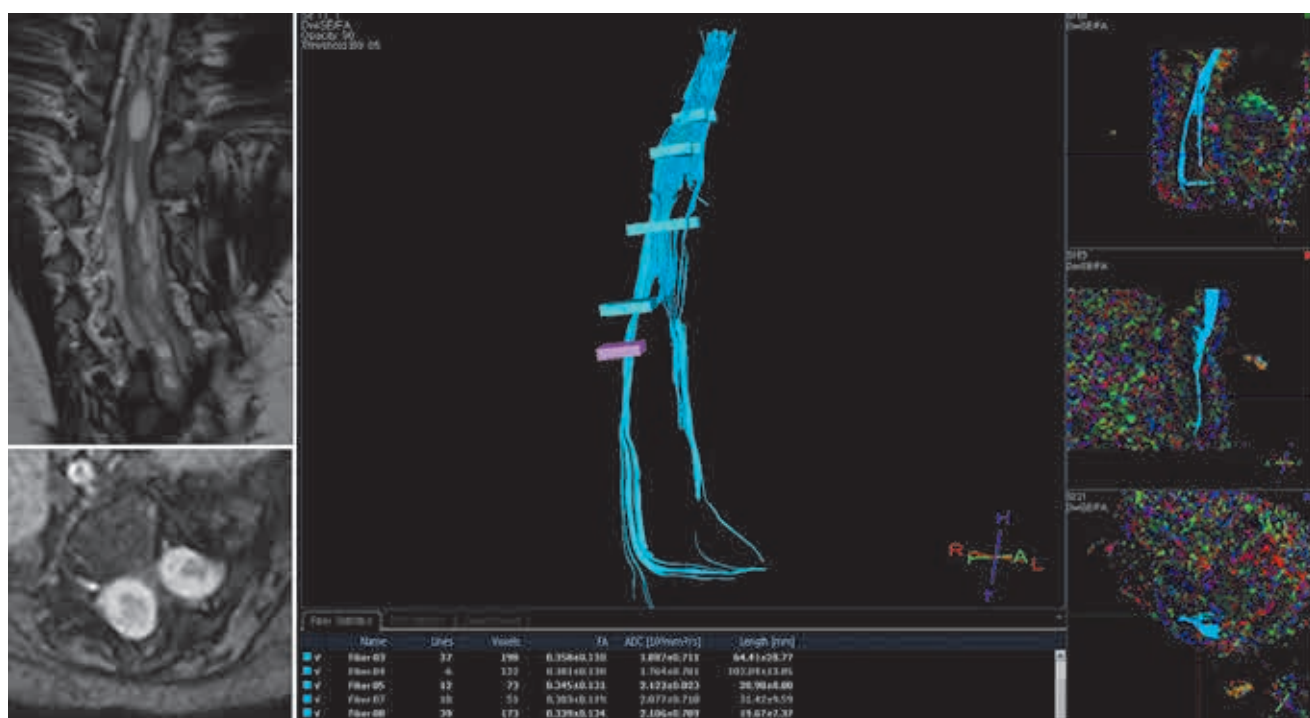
Девочка 1 года, МРТ, T2-ВИ и ДВИ-трактография.
